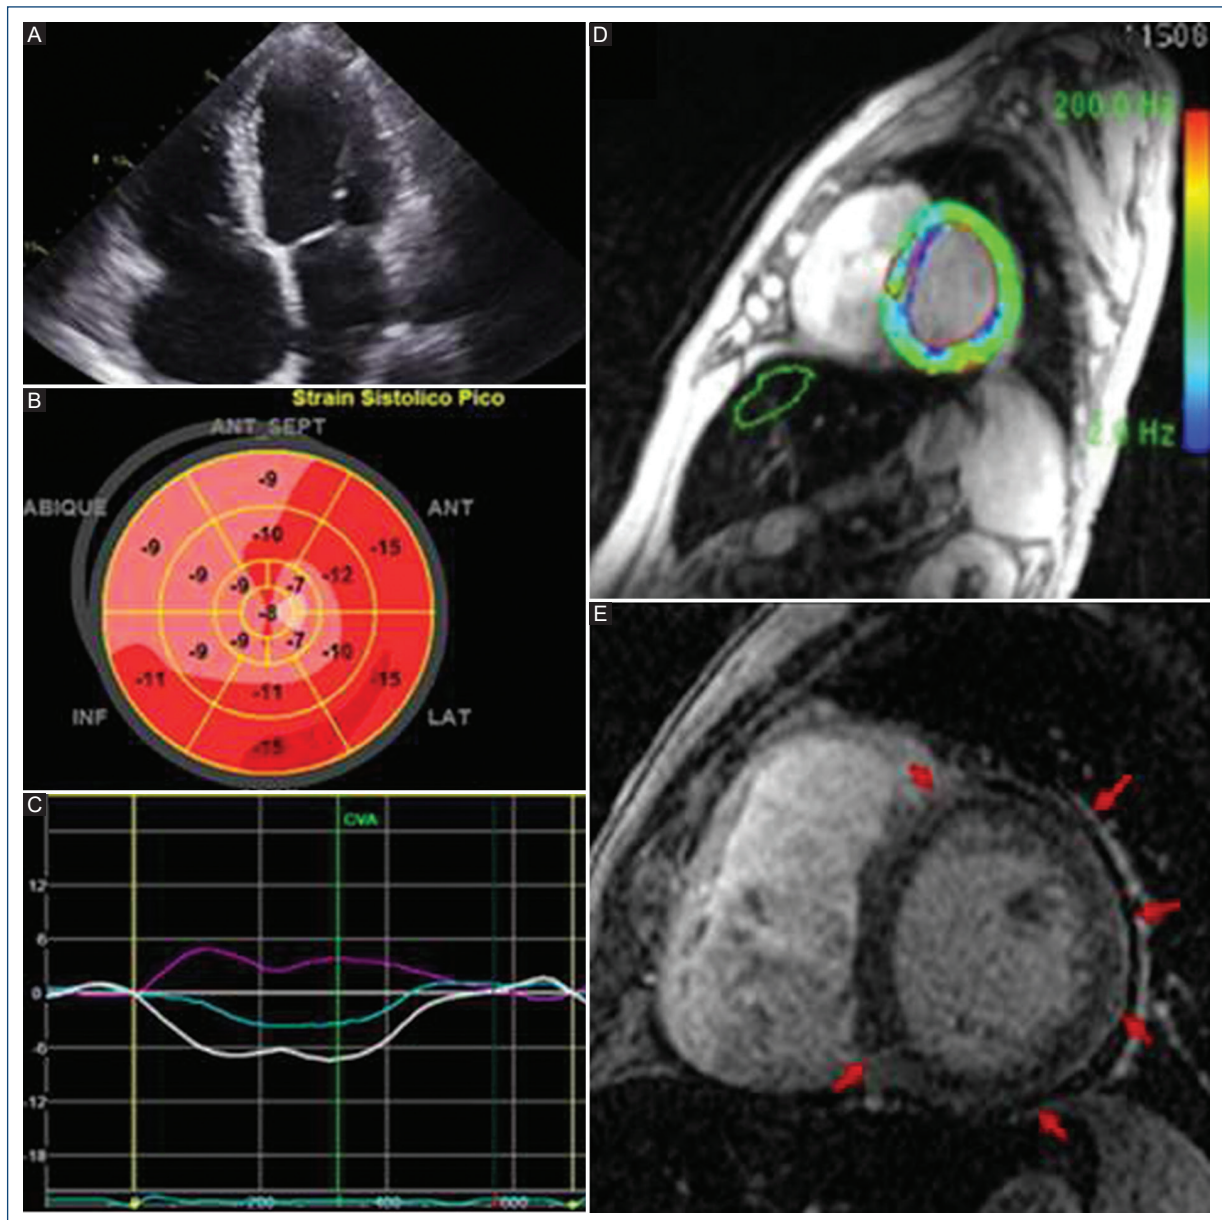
A: Ecocardiograma transtorácico: vista apical de cuatro cámaras. B: Mapa polar que muestra disminución del *strain* longitudinal global. C: Inversión del *twist* (línea blanca) con valor negativo (-7°). D: Secuencia de resonancia magnética cardíaca en T2* en el eje corto a nivel de la base que confirma miocardiopatía infiltrativa por hierro. E: Realce tardío con gadolinio a nivel del eje corto que muestra fibrosis de predominio epicárdico (flechas rojas).
